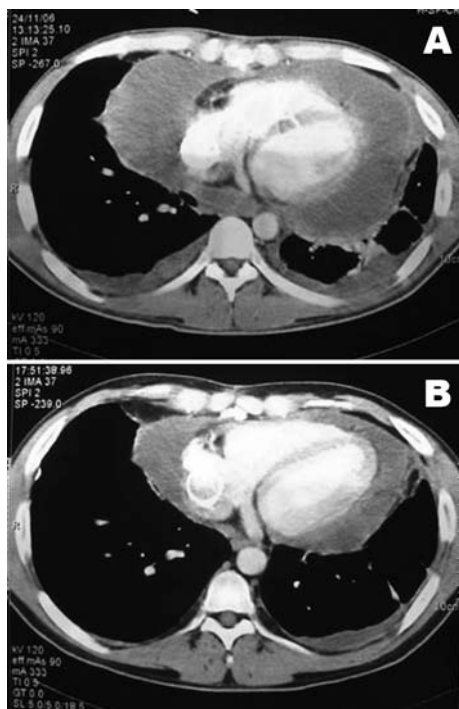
Tomografía computarizada que muestra una respuesta parcial al tratamiento
